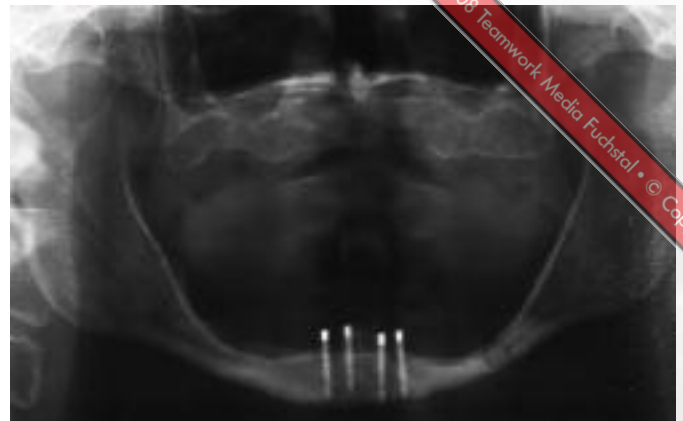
Auch 10 Jahre nach dem Eingriff zeigt das Kontroll-Röntgenbild eine gute Hartgewebesituation. Die Magneten auf den Implantaten sind gut zu erkennen
